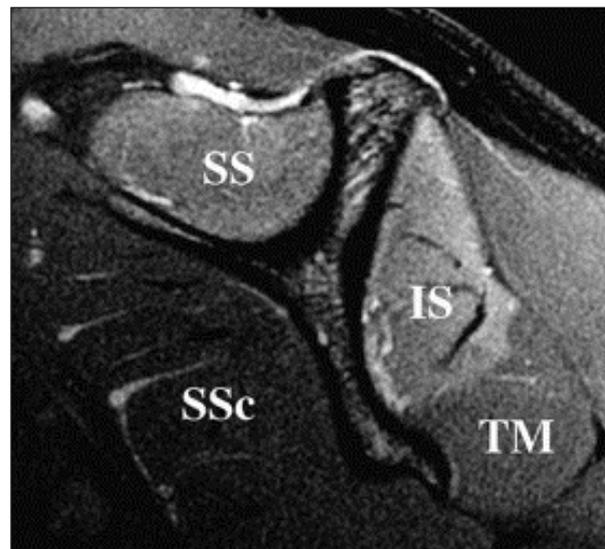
Coupe sagittale de l'épaule (RMN T2 fat sat) : stade 3 de Ludig avec hypersignal T1 musculaire contrastant avec celui du teres minor (TM).
